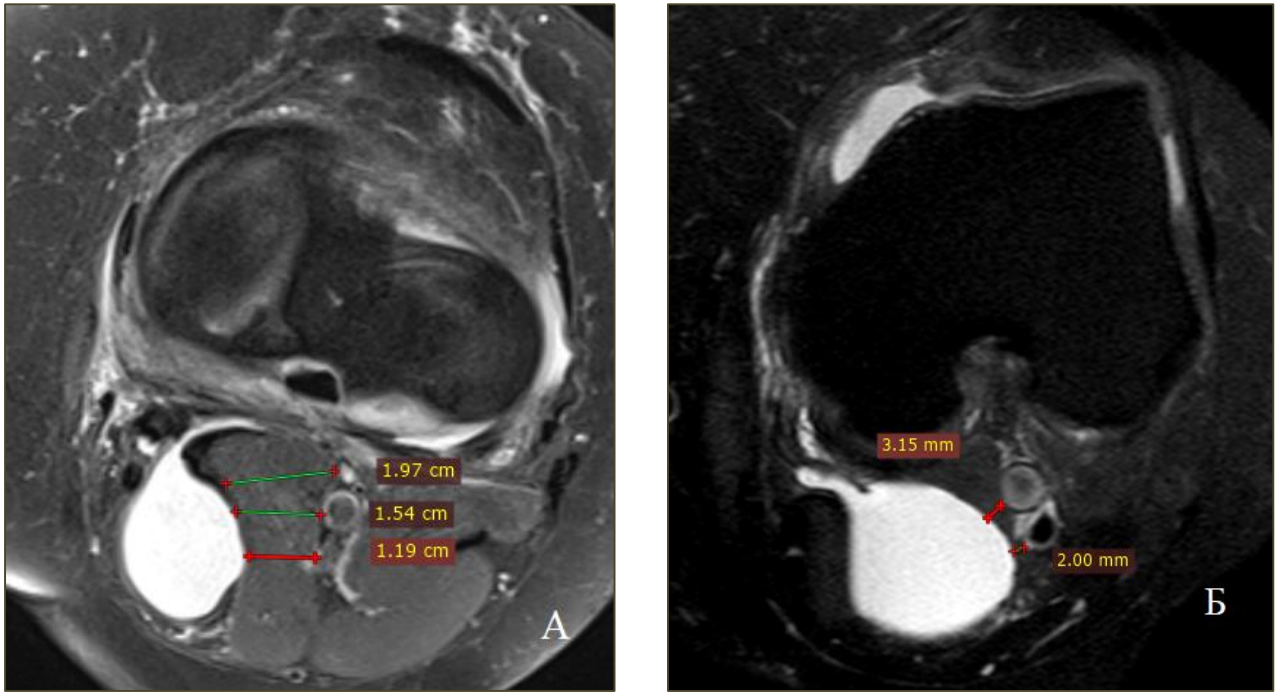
Магнитно-резонансные томограммы коленных суставов пациента: *А, Б* — аксиальные протон-взвешенные изображения: *А* — в подколенной ямке определяется гиперинтенсивное образование (киста Бейкера), минимальное расстояние до большеберцового нерва составляет 12 мм, до подколенной артерии — 15 мм, до подколенной вены — 20 мм; *Б* — в подколенной ямке определяется гиперинтенсивное образование (киста Бейкера), минимальное расстояние от кисты Бейкера до подколенной артерии — 2 мм, до подколенной вены — 3 мм
